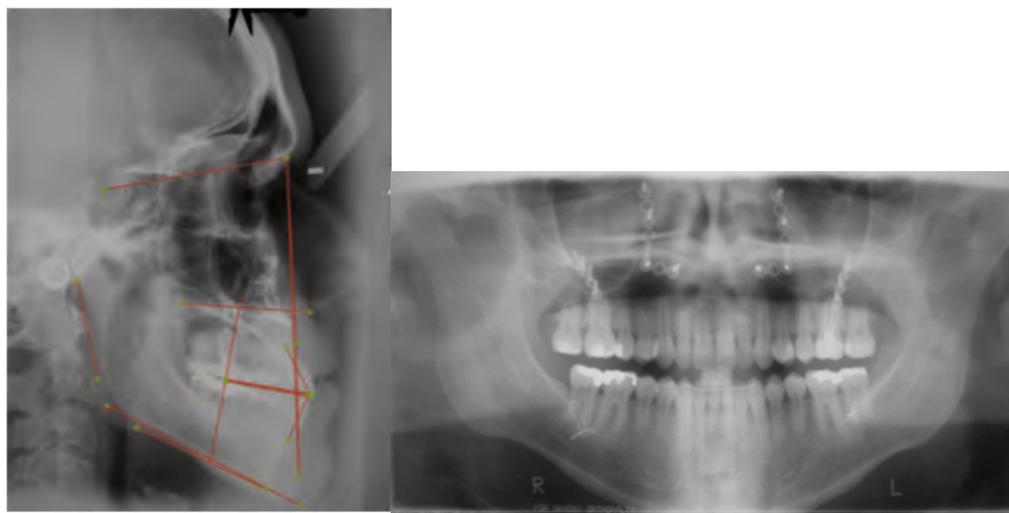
Radiographies de fin de traitement
